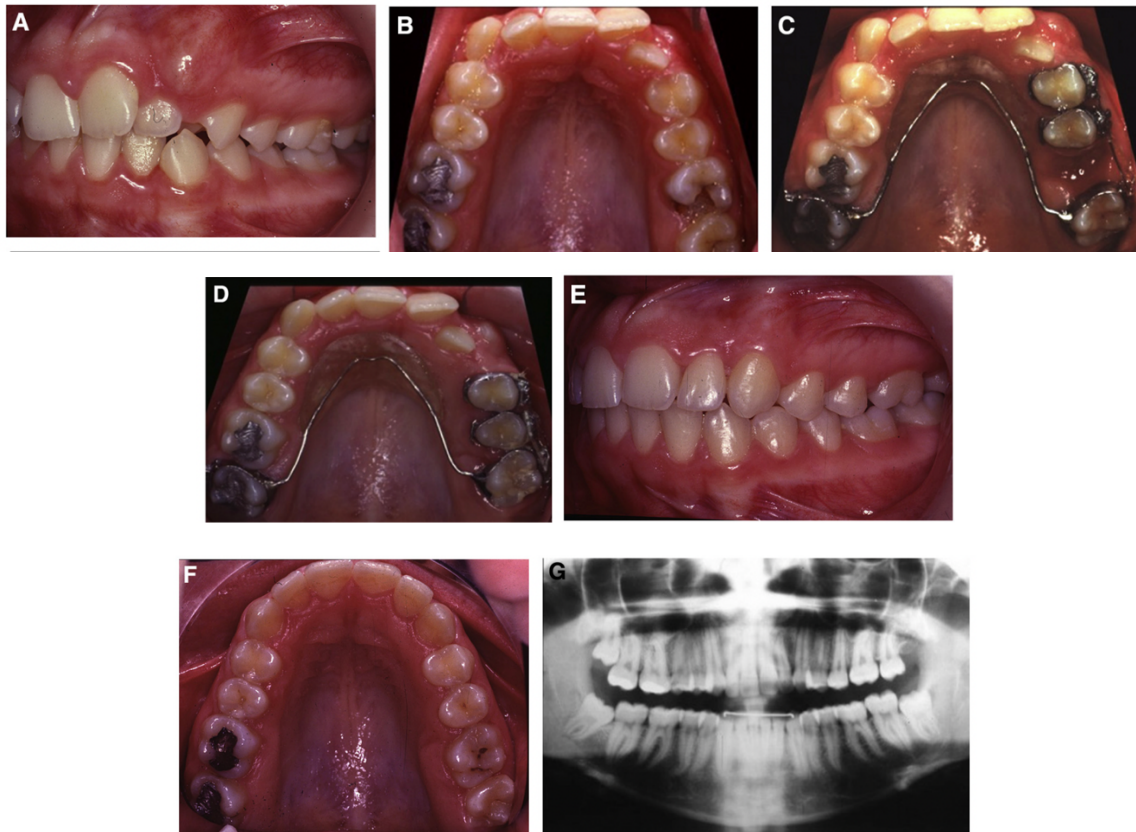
Photographies et radiographie panoramique pré et post (30 mois) traitement orthodontique d'un patient en classe II molaire, avec un encombrement antérieur important et une canine gauche incluse (23). Sa PMP gauche (26) compromise, a été extraite à 13 ans, à la place de la prémolaire saine, qui a été distalée (avec la prémolaire adjacente) grâce à un arc de Nance (Sabri, 2021)
